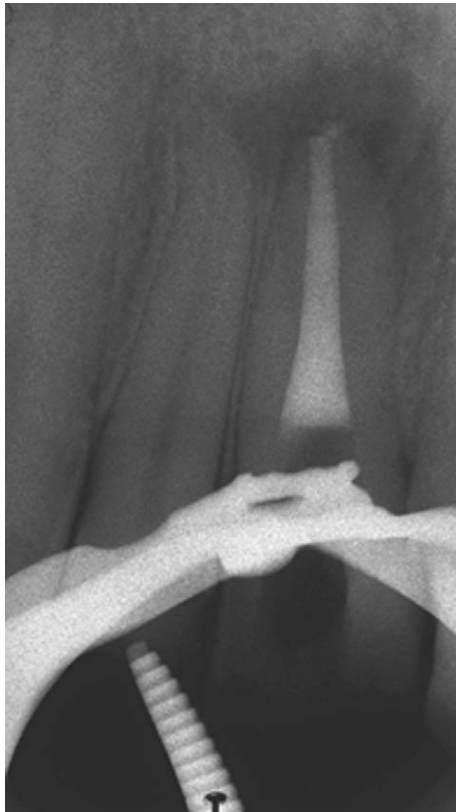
Foto intraoperatoria. Una volta terminata la sagomatura, l'attivazione degli irriganti mediante inserti ultrasonici consente di ottenere un elevato grado di detersione canalare.
